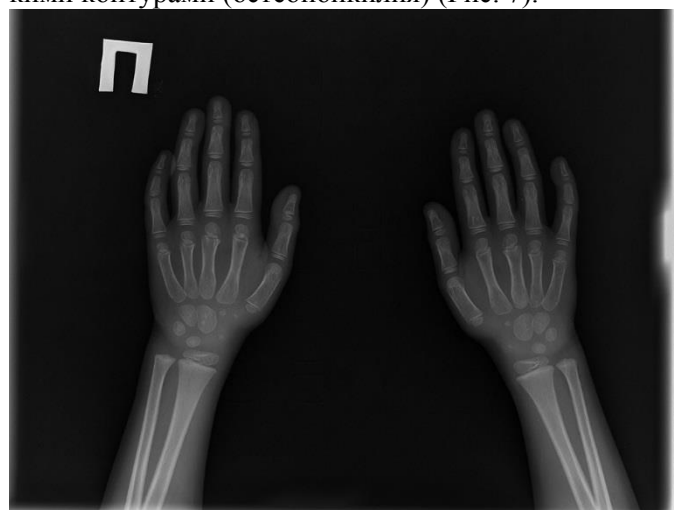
Рентгеновский снимок кистей и лучезапястных суставов мальчика 6 лет. Единичные очаги склероза с четкими контурами (остеопойкилия).
